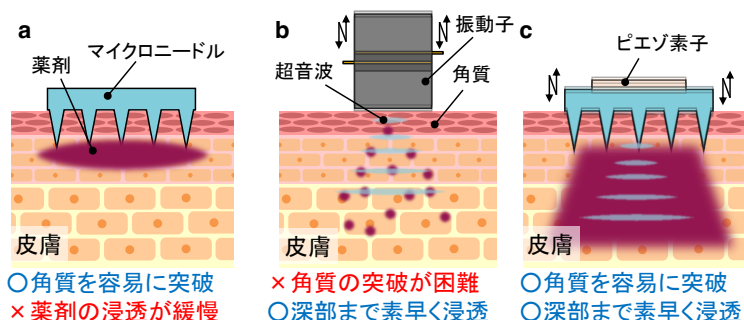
経皮薬物投与方法. (a)マイクロニードル, (b)超音波, (c)提案手法(マイクロニードル+超音波).
